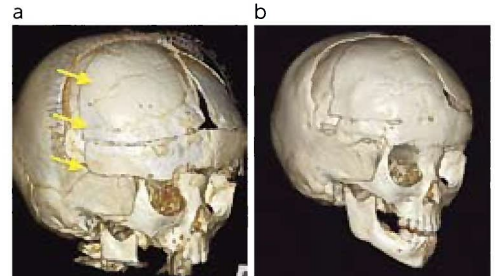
術後の3D-CT上、右前頭骨が15mm前方に移動していることがわかります (a、矢印)。2年後には骨欠損部が新生骨で修復されています (b)。
